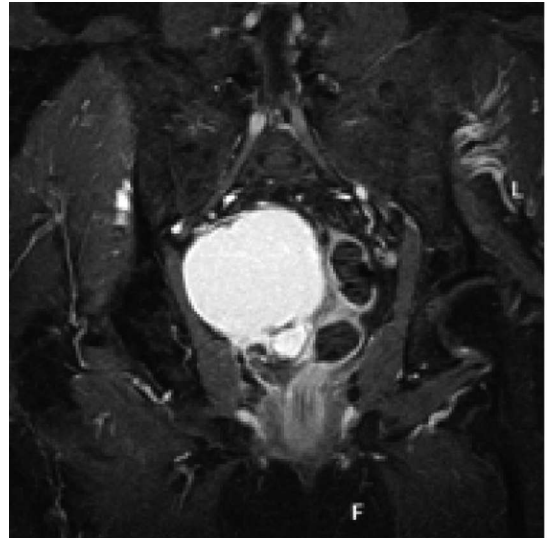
T1 coronal RMN.
